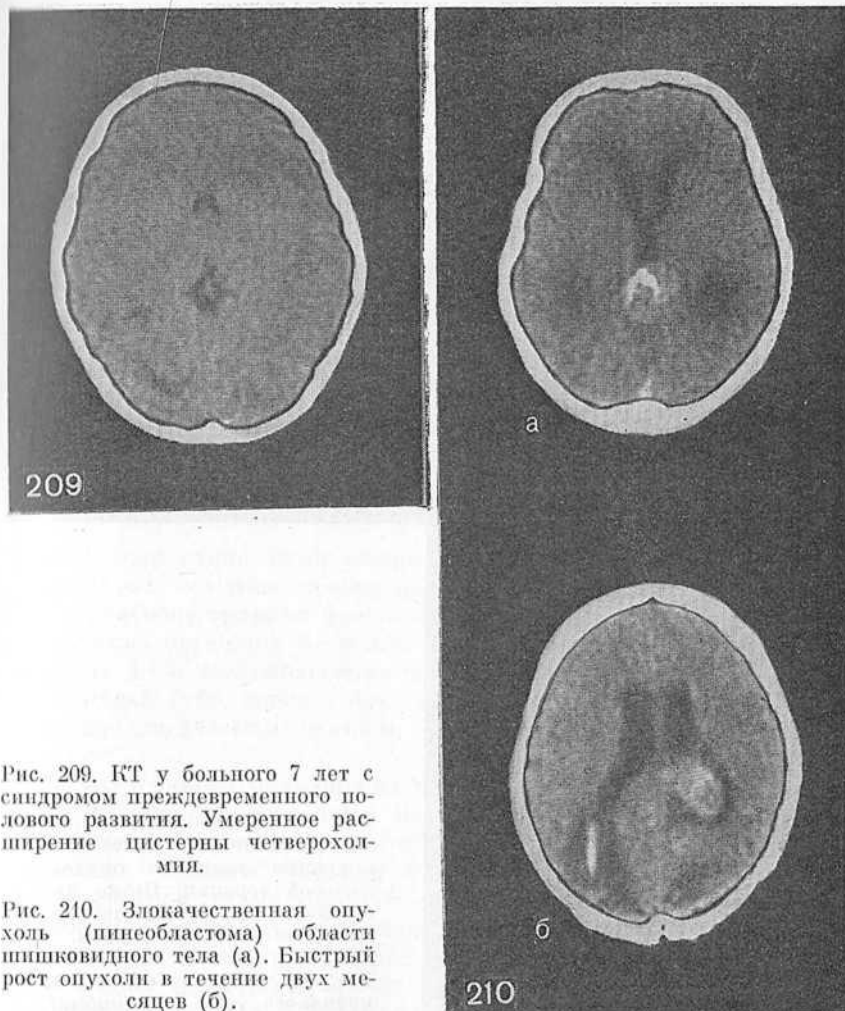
КТ у больного 7 лет с синдромом преждевременного полового развития. Умеренное расширение цистерны четверохолмия.
